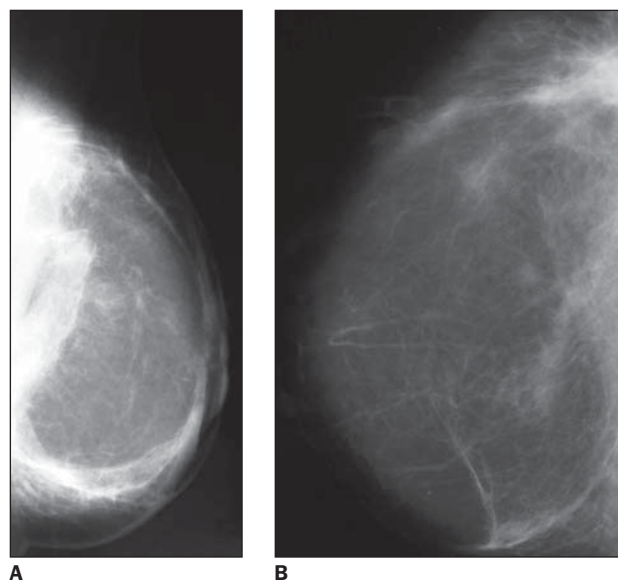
A: Mamografia. Incidência médio-lateral oblíqua de mama reconstruída por retalho mio-cutâneo demonstrando predomínio do componente adiposo, com áreas de maior densidade no aspecto posterior da mama, correspondentes aos pontos de inserção do retalho na parede torácica. B: Mamografia de mama reconstruída com retalho mio-cutâneo demonstrando pequeno cisto oleoso, secundário a necrose gordurosa. C: O mesmo cisto identificado na ultra-sonografia.
